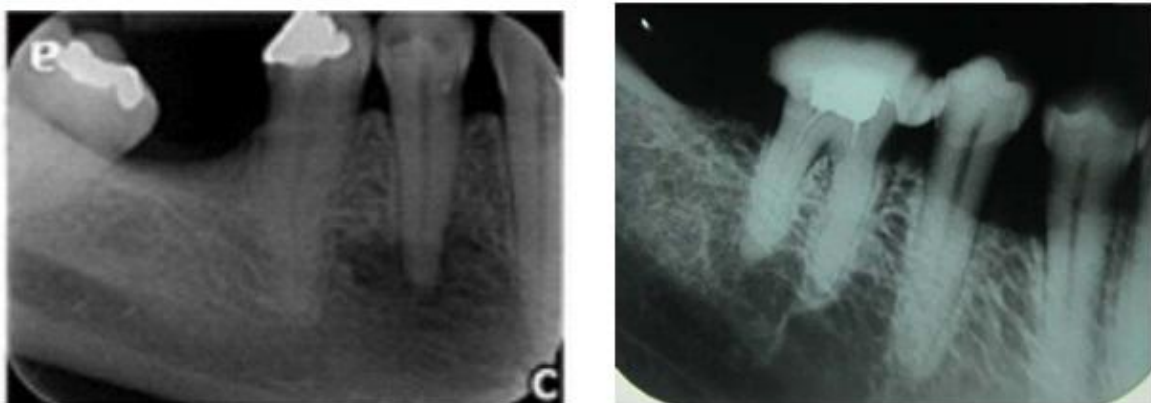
Radiografias periapicais que demonstram o CEC em estágios iniciais, podendo ser confundidas com lesões de periápice dentário.
